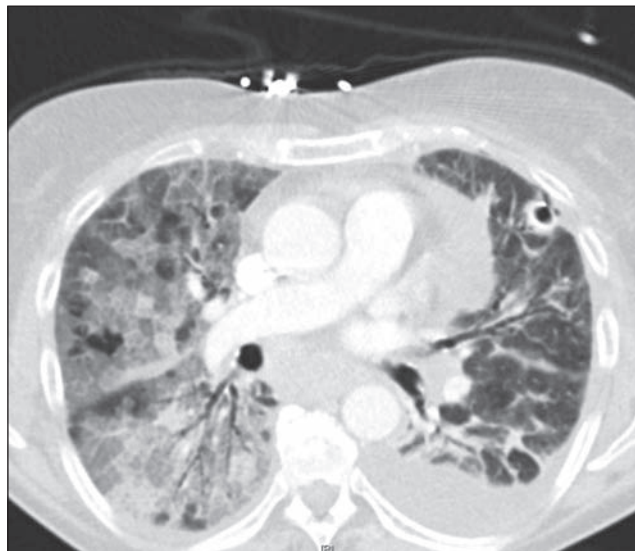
Tomografía axial computerizada torácica en la que se observan extensos vidrios deslustrados en ambos campos pulmonares. Derrame pleural izquierdo.
